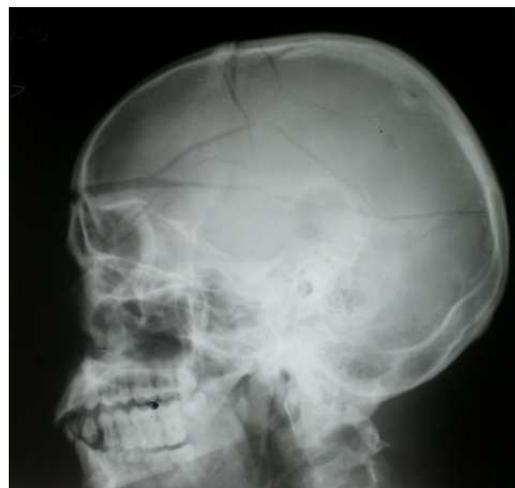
Radiographie standard du crâne montrant des fractures multiples de la voûte crânienne avec un volet fronto pariétal chez un motocycliste.
